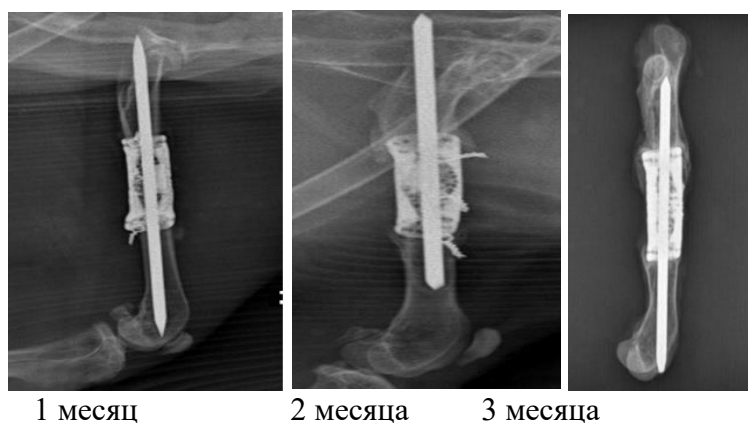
Динамика рентгенологической картины у животных в 3-й группе
